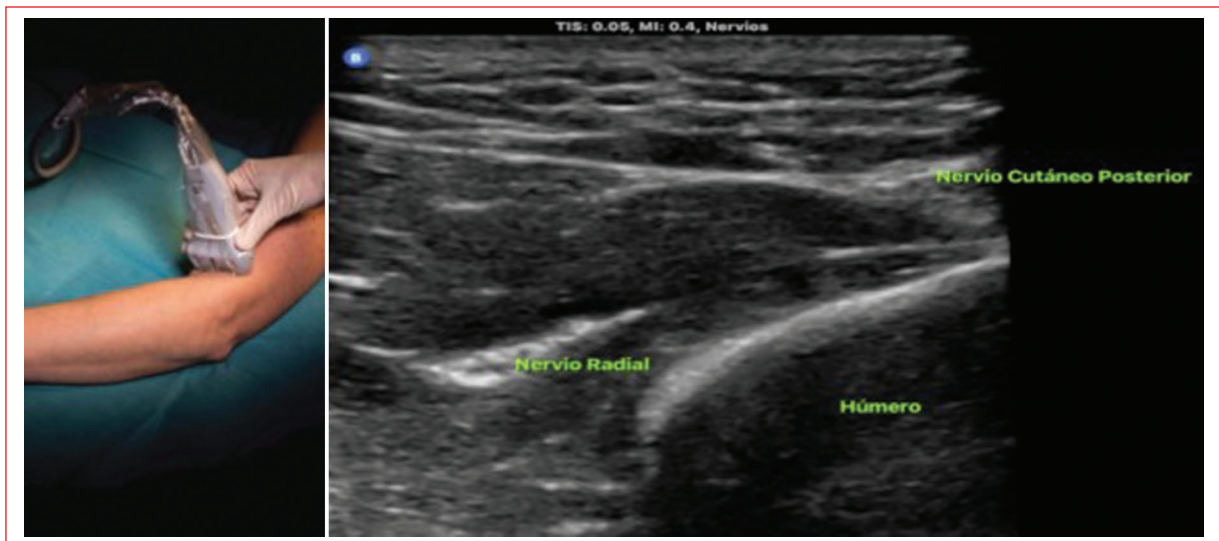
Ecografía del bloqueo del nervio radial.
